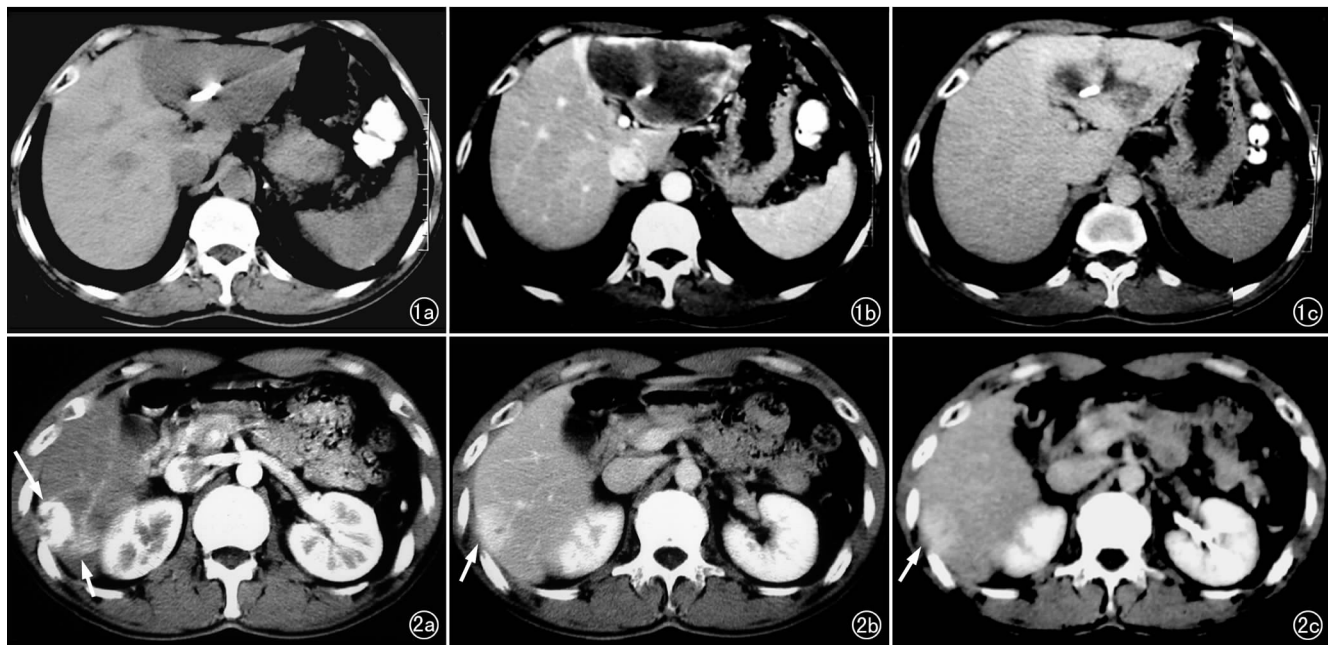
肝左叶 HCH 呈非典型 CT 平扫及 II 型动态增强表现。a) 平扫示肝 S₈ 段低密度病灶中可见条状钙化影; b) 动脉期示病灶呈边缘结节状强化; c) 延迟期示病灶呈向心性强化, 但中央裂隙状纤维瘢痕灶及钙化灶无强化。图 2 肝右叶 HCH 呈 I 型非典型 CT 动态增强表现。a) 动脉期示肝右叶 HCH 病灶明显均匀强化(长箭), 其内后方不规则形略高密度影, 提示存在 APVS(短箭); b) 门静脉期示 HCH 病灶仍呈较高密度(箭), 但 APVS 所致肝内异常强化灶显示不清; c) 延迟期示 HCH 病灶呈略高密度(箭)。
